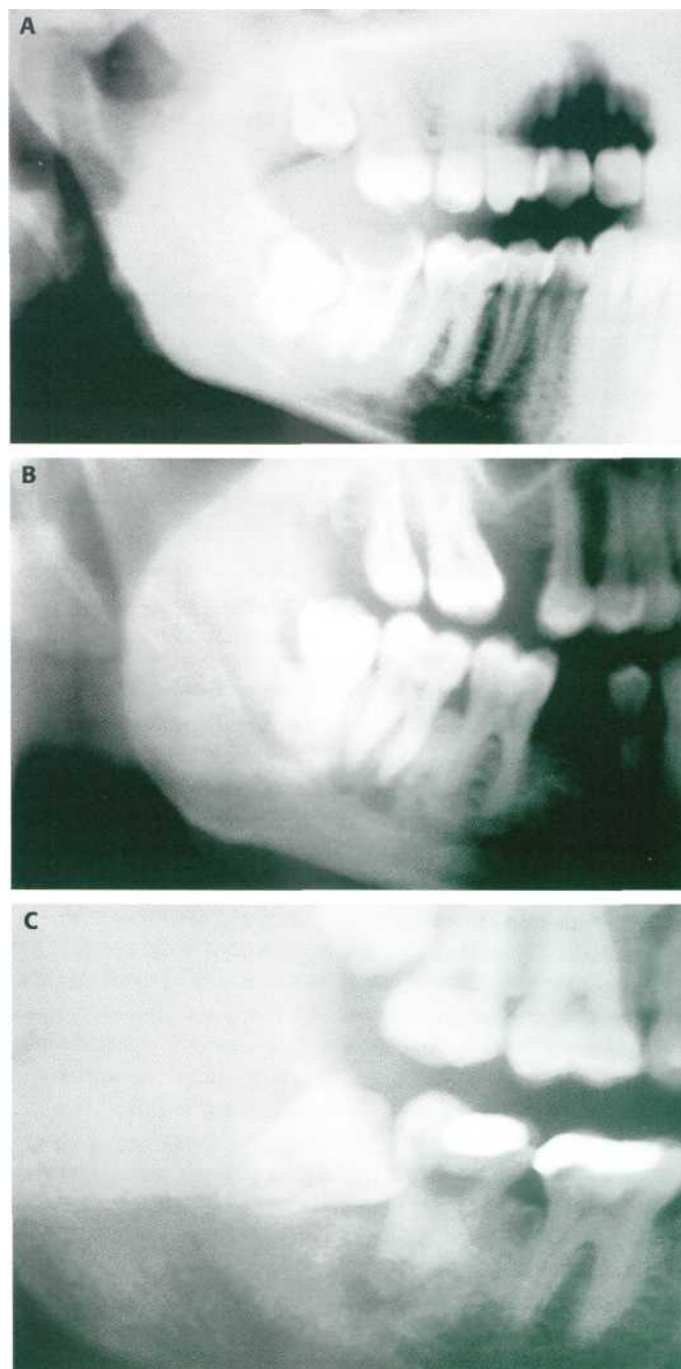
Absceso en la zona del 4.8. (A) El diente causal es el 4.7 con una extensa caries. (B) El diente causal es el 4.7 que presenta una imagen periapical radiotransparente. (C) La etiología del absceso está en el 4.7.
